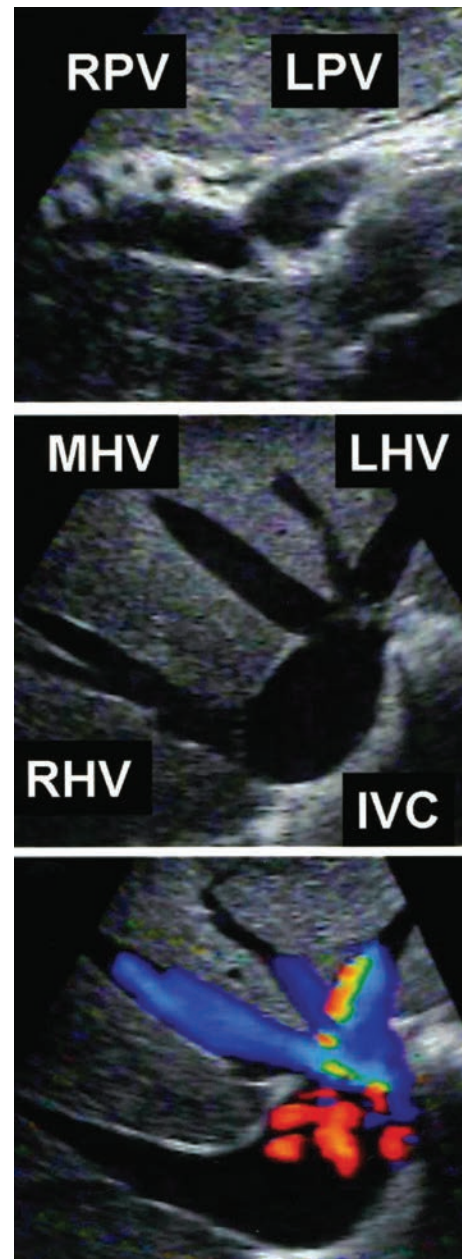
Imágenes de ecografía hepática transoperatoria de las venas porta, venas hepáticas y vena cava inferior (IVC). La imagen superior muestra la bifurcación de la vena porta con una vaina de Glisson ecógena. La confluencia de las tres venas hepáticas (vena hepática derecha [RHV], vena hepática media [MHV] y vena hepática izquierda [LHV]) y la IVC se muestran en la imagen de enmedio. Este paciente tiene una LHV accesoria. La imagen inferior es una imagen Doppler que muestra el flujo.
